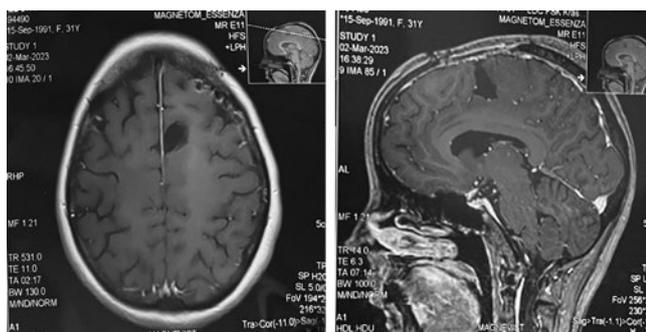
Магнитно-резонансная томография головного мозга пациентки А. (31 год). Состояние после оперативного лечения: послеоперационные, постлучевые изменения в левой лобно-теменной области – послеоперационные кистозно-атрофические, глиозные, постлучевые изменения.
